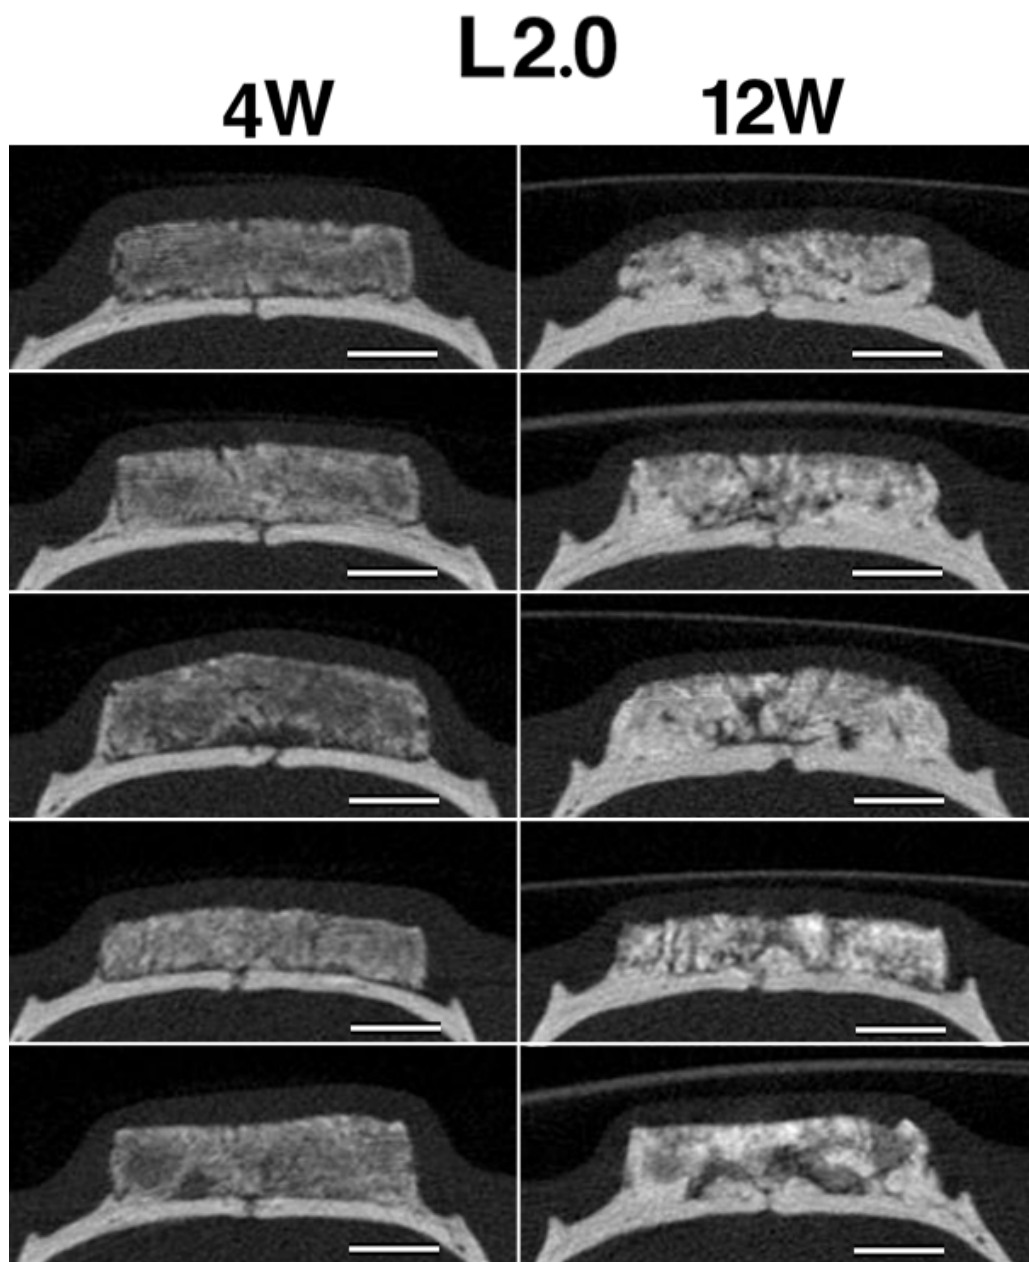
L2.0の埋入後4，12週時のマイクロCT像
